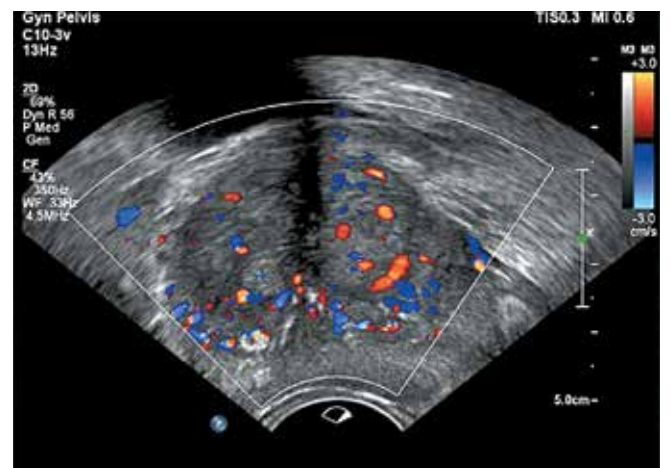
Трансректальное УЗИ, ультразвуковая доплерография
